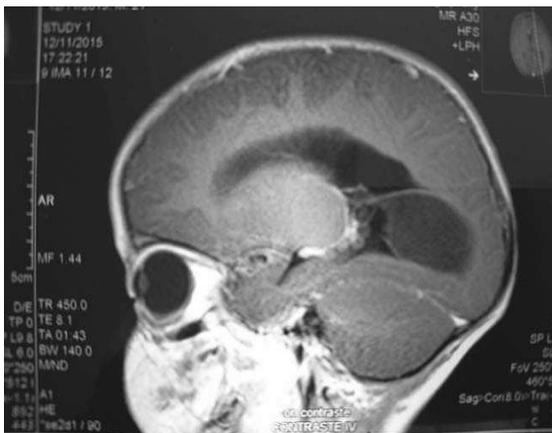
RRMN y TAC cerebral
